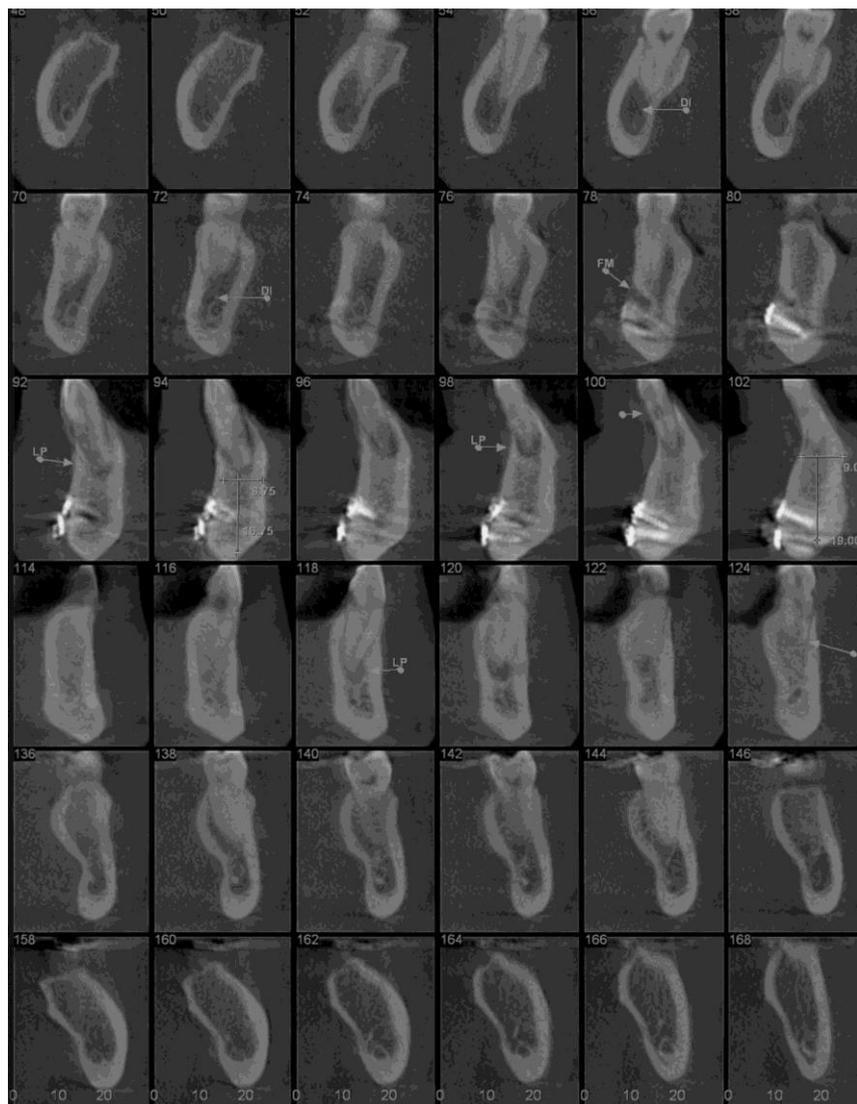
Cortes parassagitais da tomografia computadorizada de feixe cônico.
